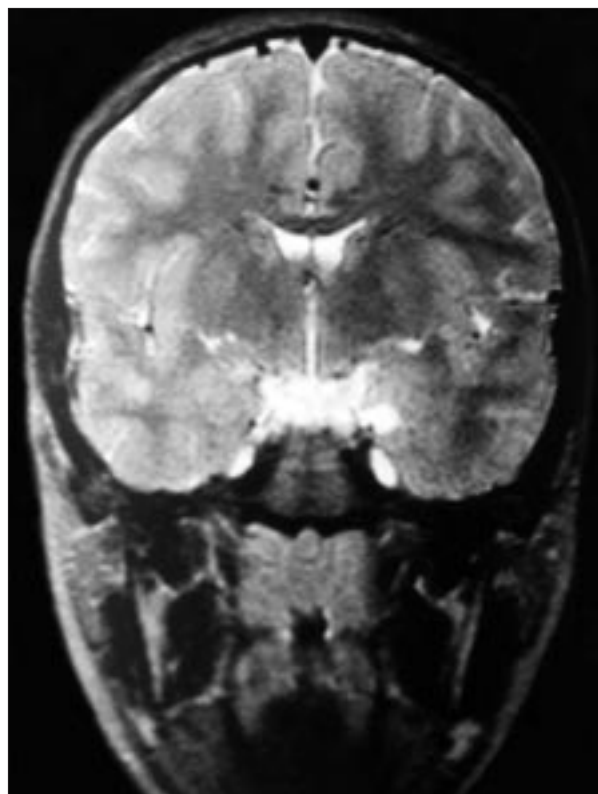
Resonancia magnética encefálica.
